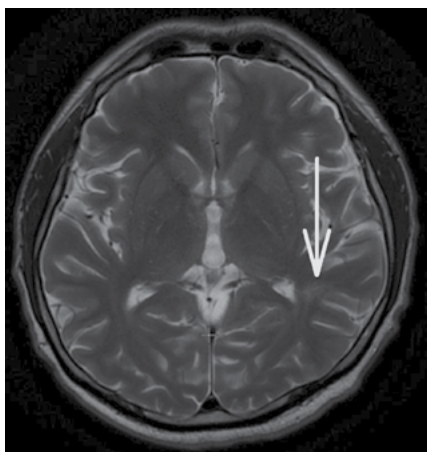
МРТ головного мозга в T2-режиме, аксиальный срез, стрелкой показана зона гиперинтенсивного сигнала в левой теменной области
